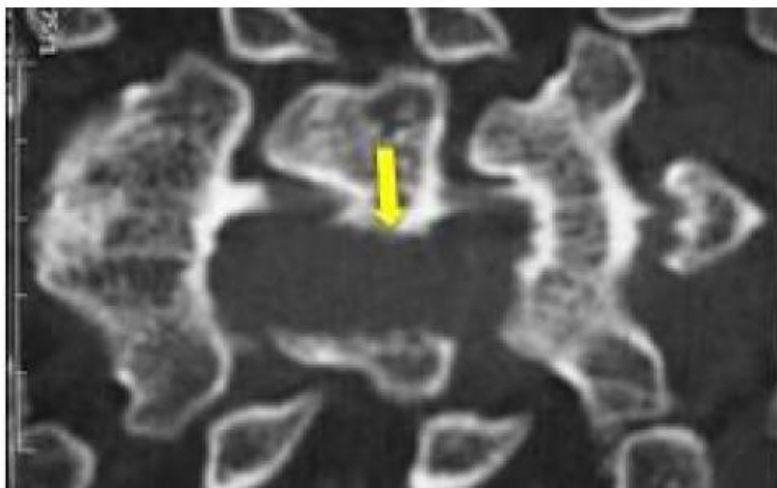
Riformattazione coronale alla TAC postoperatoria; la freccia gialla indica la piccola finestra ossea monolaterale (emilaminectomia) realizzata nella parete posteriore della colonna vertebrale attraverso la quale il tumore è stato asportato.
